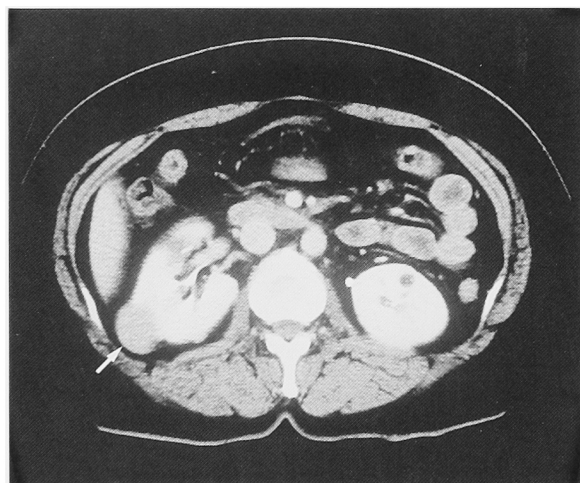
Enhanced CT scan demonstrated a mass arising from the right kidney (arrow).
